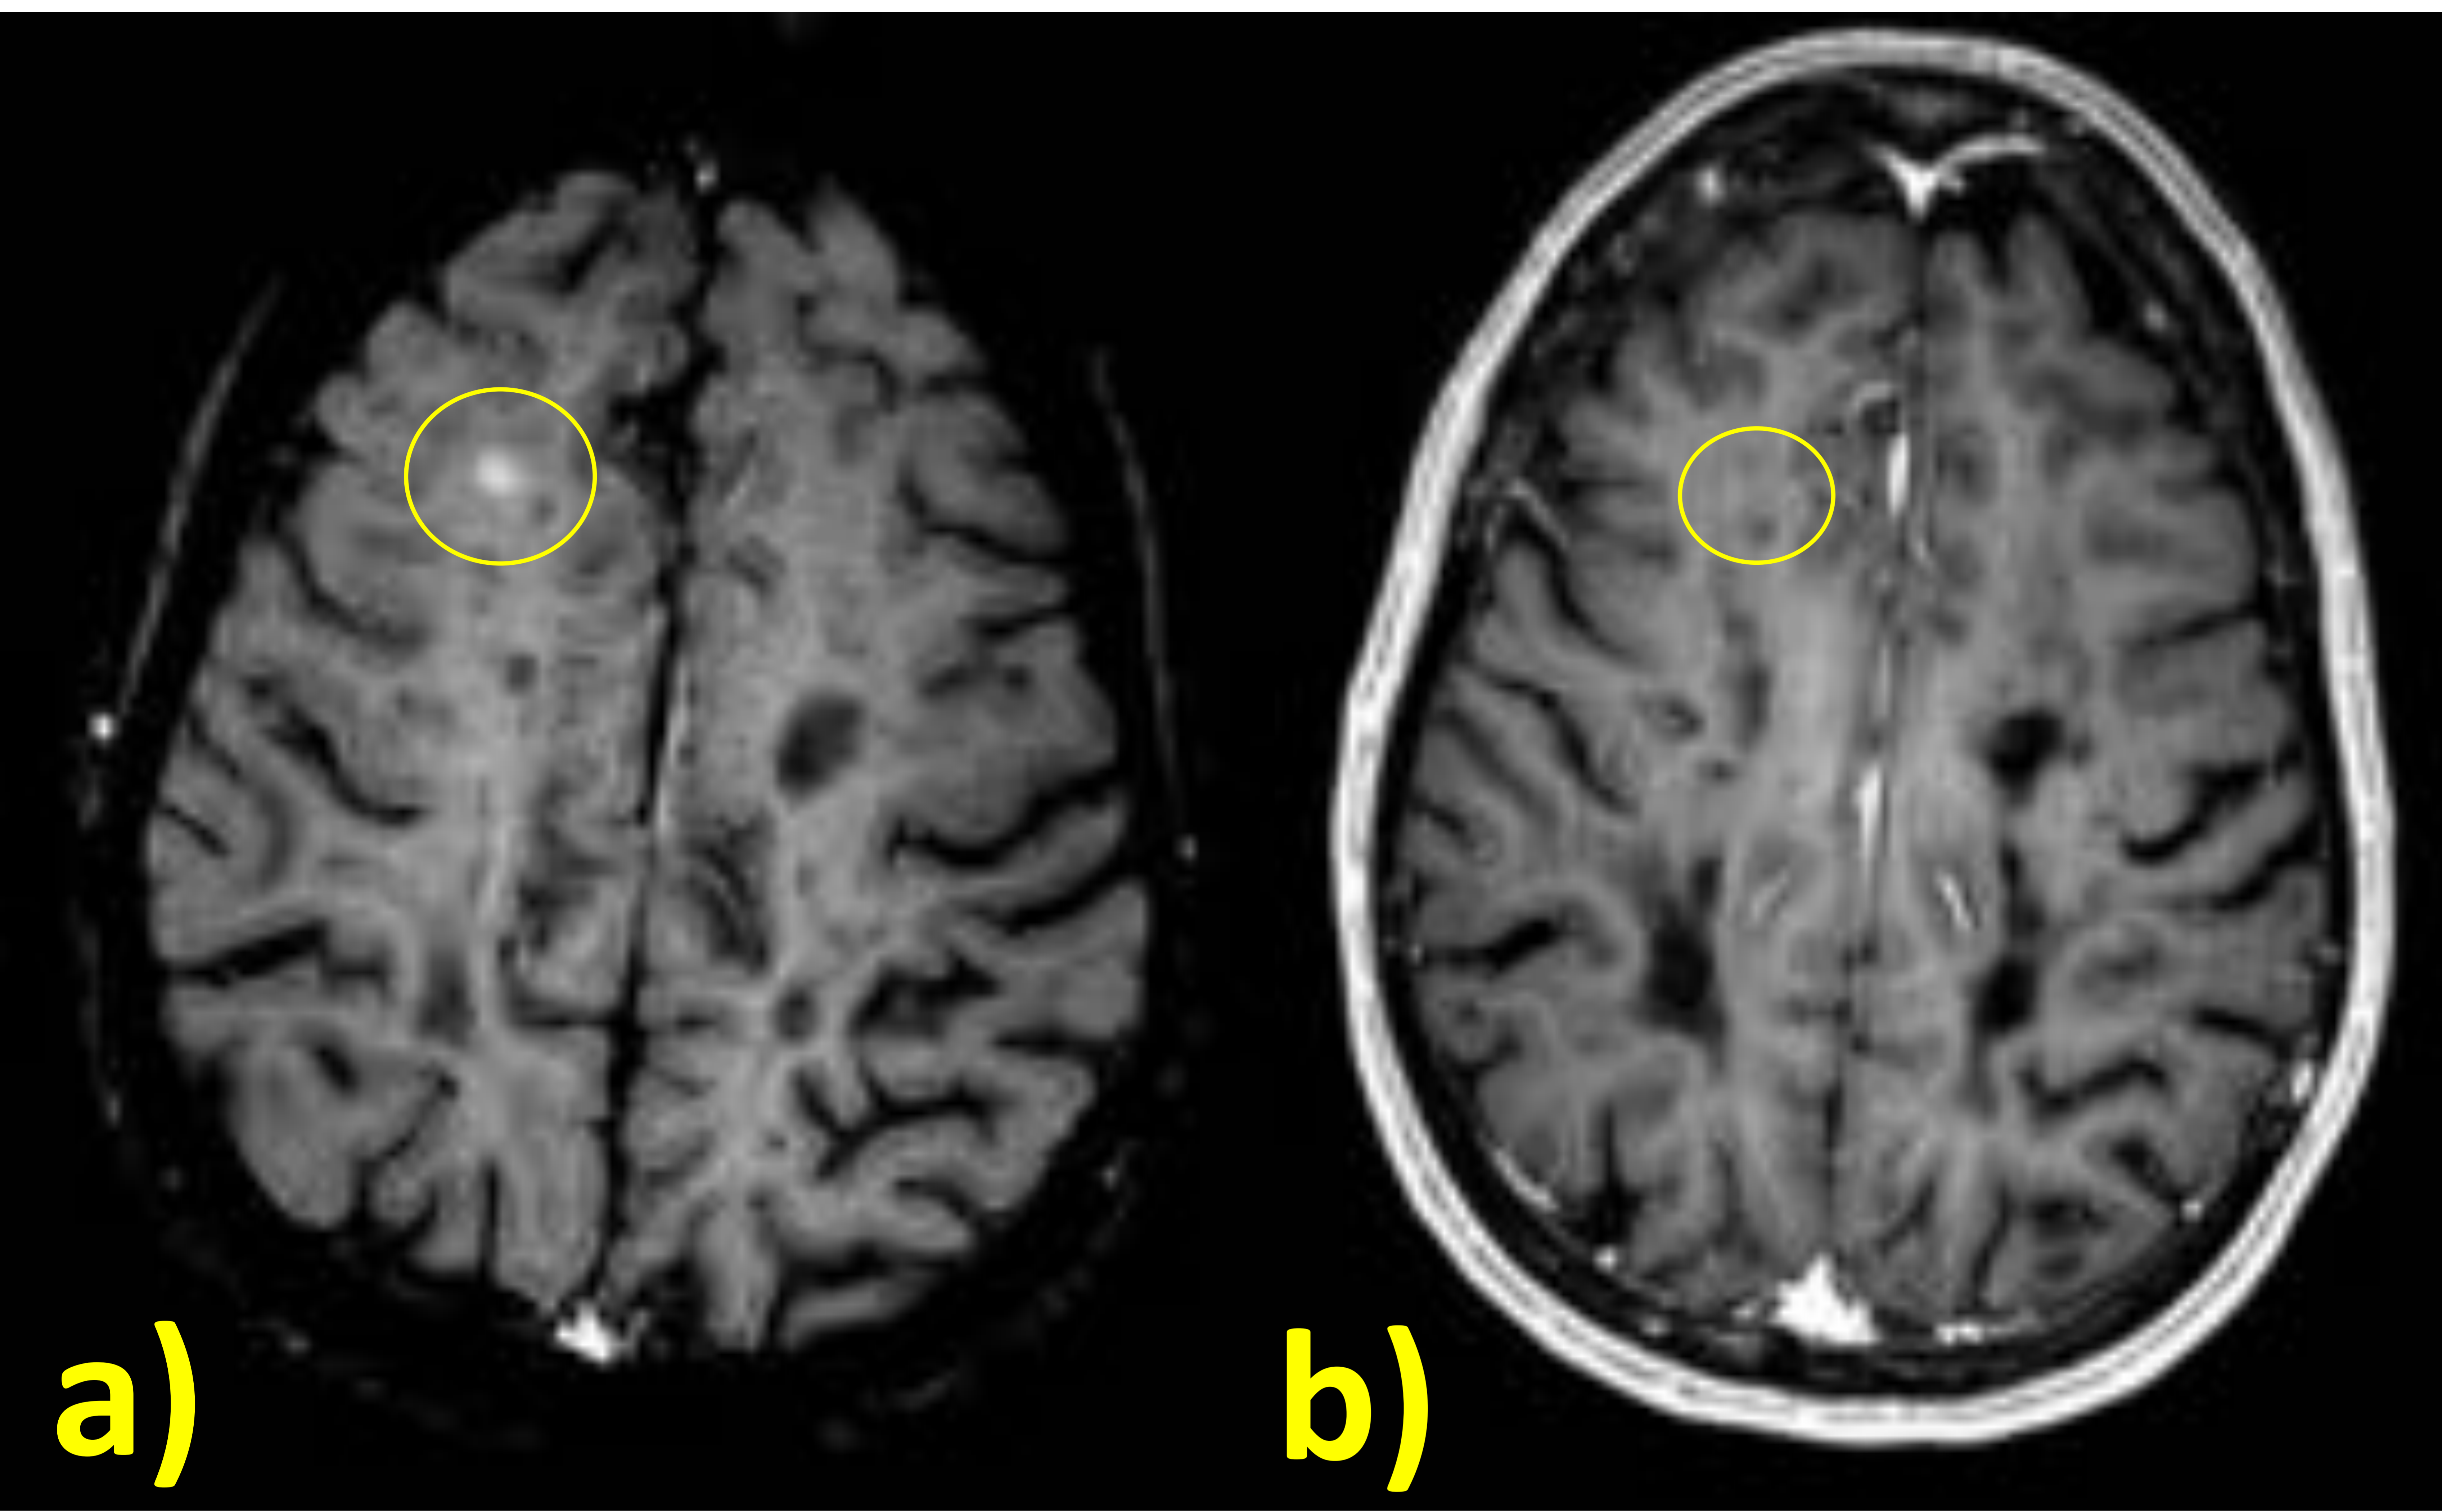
RM de seguimiento de EM. a) SWI C+ pone de manifiesto el realce de una lesión frontal derecha. b) La captación es prácticamente imperceptible en T1WI C+.
